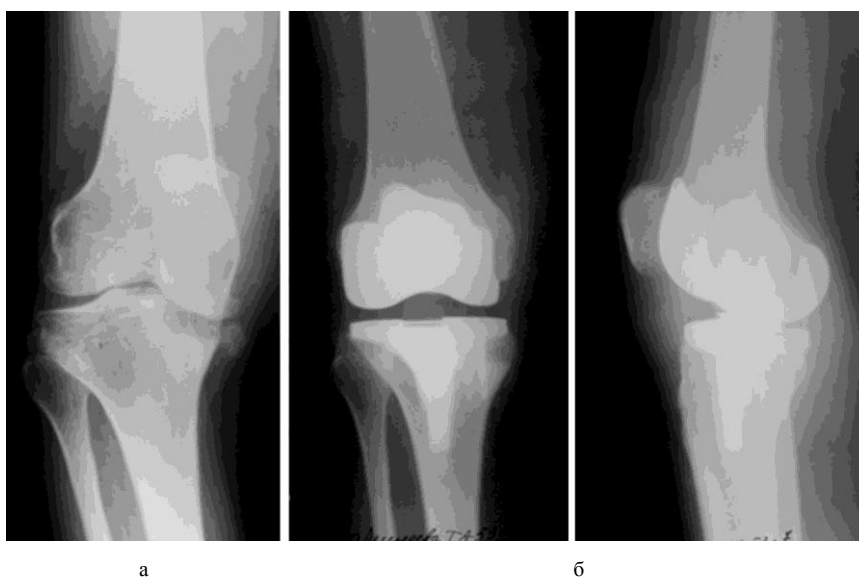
Рентгенограммы коленного сустава пациентки С. с правосторонним гонартрозом III стадии, дефектом внутреннего мыщелка большеберцовой кости до (а) и после (б) операции; выполнена пластика дефекта аутотрансплантатом, фиксация спонгиозным винтом, имплантирован эндопротез «Genesis-1» фирмы «Смит и Невью»
